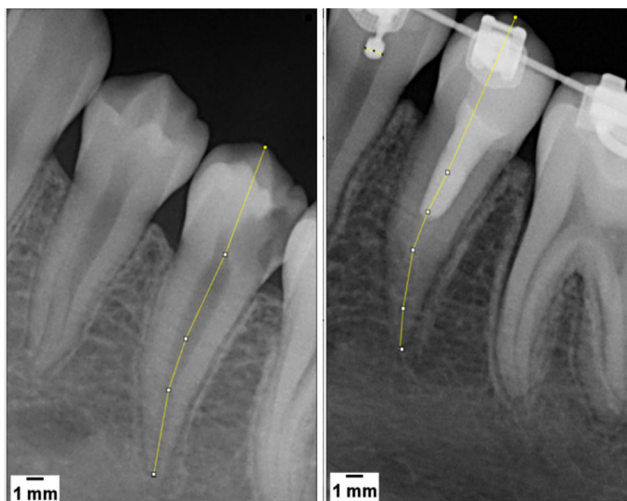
Цифровые прицельные внутритовые рентгенологические снимки с опорными точками в динамике пациента из II группы, в которой использовался материал МТА
